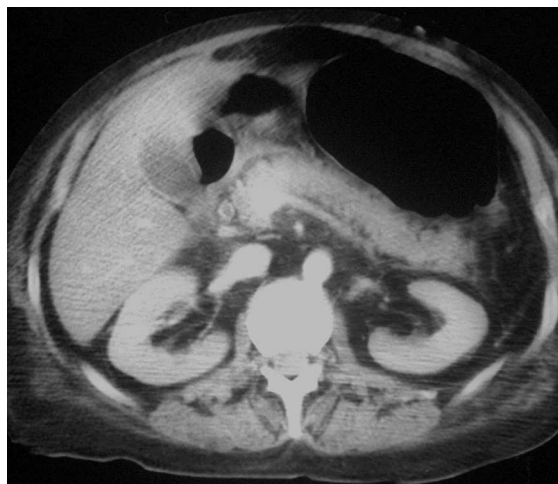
Tomografía computarizada abdominal. Hepatomegalia hipointensa con esteatosis. Importante distensión gástrica. Mínima cantidad de líquido libre en ambas gotieras y en la pelvis. El páncreas, los riñones, el bazo y las glándulas suprarrenales no muestran alteraciones.
